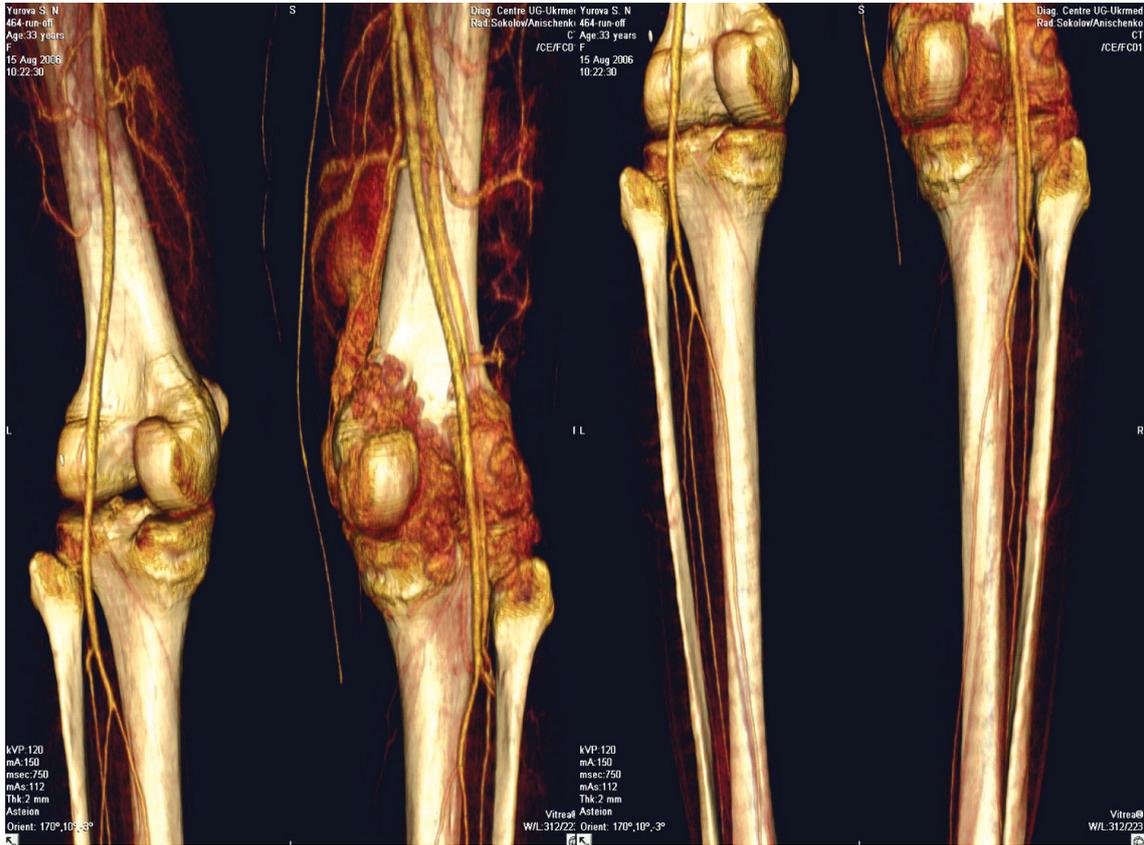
КТ –ангиография нижних конечностей.
